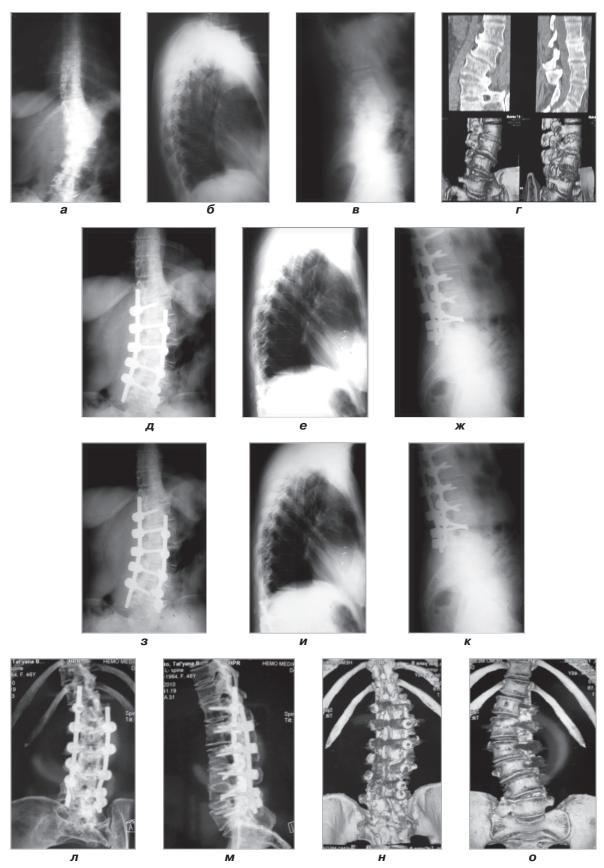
Клинический пример. Рентгенограммы больной М., 54 года, Ds: левосторонний первичный дегенеративный сколиоз III степени: a-г) до хирургического лечения; д-ж) после хирургического лечения; з-к) через 1 год после операции; л-о) через 2 года после операции
